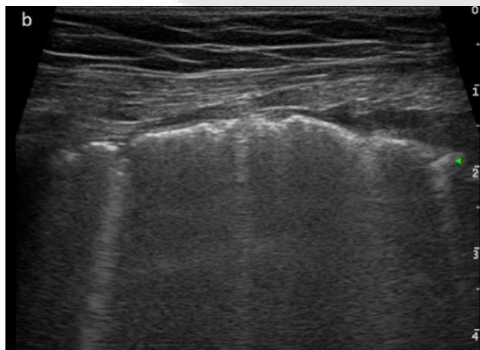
ASPECTO ECOGRÁFICO DE NEUMONÍA INTERSTICIAL GRAVE Y SÍNDROME DE DIFICULTAD RESPIRATORIA AGUDA. LA FLECHA VERDE INDICA UNA LÍNEA PLEURAL IRREGULAR; LAS LÍNEAS VERTICALES SON MÚLTIPLES LÍNEAS B BORROSAS.
